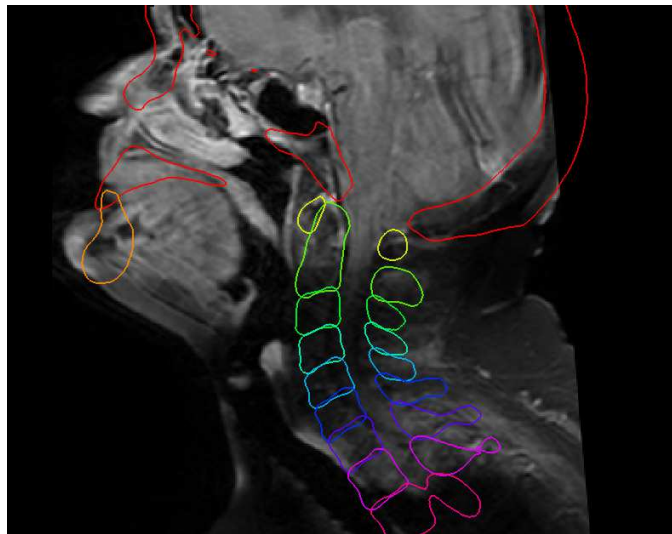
Aufgrund von fehlender Signalstärke in der MRT-Aufnahmen konnten die Knochen der Wirbelsäule in diesem Beispiel mit keinem Verfahren (hier der personalisierte artikulierte Atlas) korrekt registriert werden.
